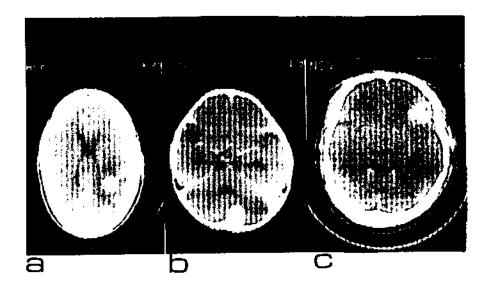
A-B-C. Se iligitan tres formus diferentes de trafigenes de taberculornas, como se visualzan con la TC.
